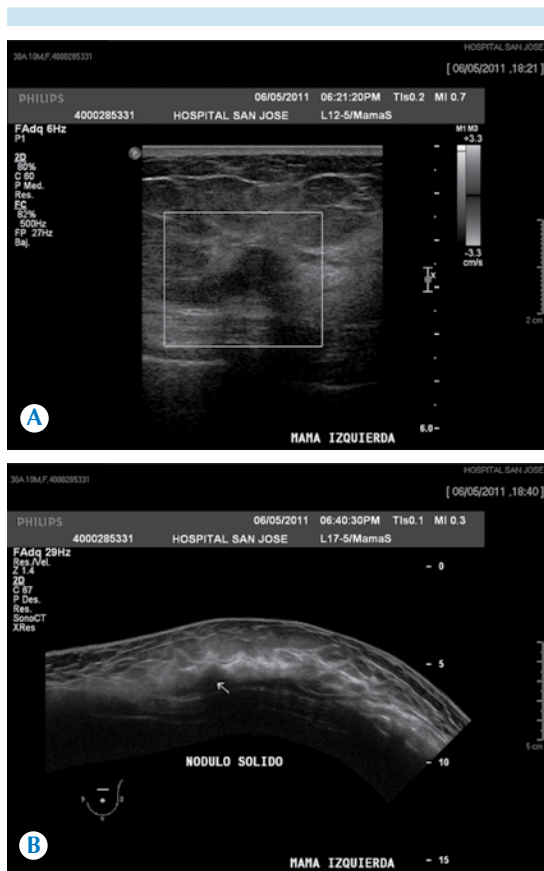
Mujer de 30 años. Estudio diagnóstico por dolor focal y telorragia de la mama izquierda. A) Ultrasonido: nódulo sólido marcadamente hipoeoico con márgenes indistintos, 1.4 cm, R 11:00 horas./8 cm del pezón. B) Imagen panorámica de ultrasonido. Nódulo sólido descrito sin observar otra lesión en el resto de la mama.
